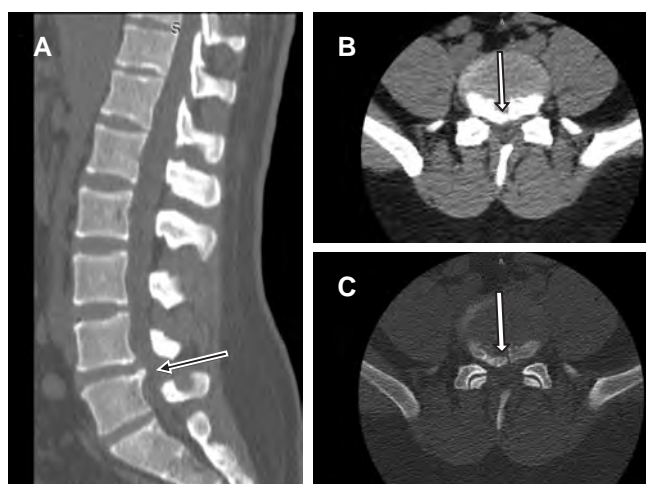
Tomografía computarizada de columna dorso-lumbar. A) Corte sagital que muestra fractura en borde postero-inferior de L4, con desplazamiento del fragmento al borde postero-superior de L5; B-C) en los cortes axiales se observa fractura del borde postero-inferior de L4.
